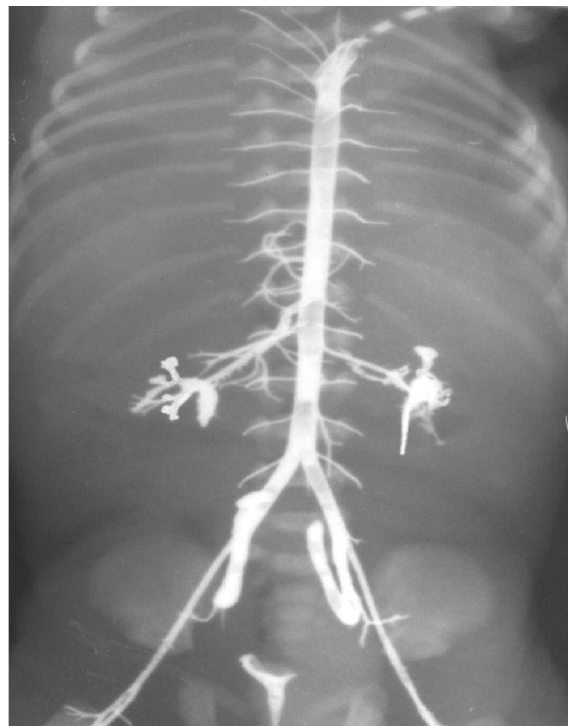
Рентгенограма плода людини жіночої статі 210,0 мм ТПД. Ін'єкція артерій, чашечко-мискової системи нирки, пієлоуретерального сегмента, частково сечового міхура свинцевим суриком. Зб.: x2
